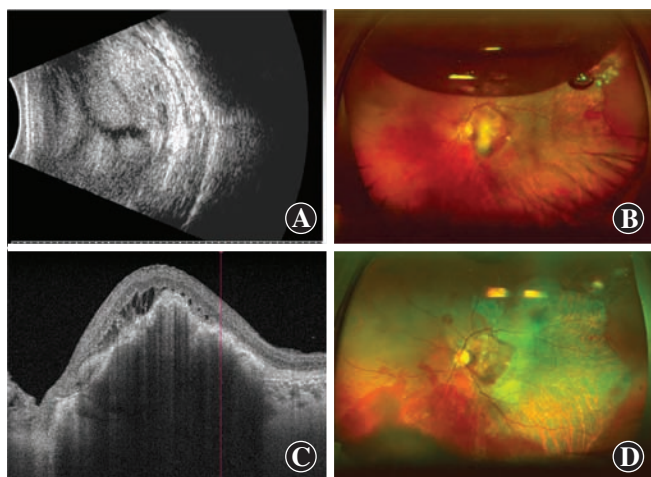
患者左眼术前和术后的眼科检查结果 A:术前 B 型超声显示视网膜全脱离伴视网膜下高回声信号 B:术后 1 周广角眼底照相显示视网膜下出血明显清除 C:术后 1 个月 OCT 显示黄斑区视网膜下新生血管性机化团块 D:术后 1 个月广角眼底照相显示视网膜下出血完全消退
